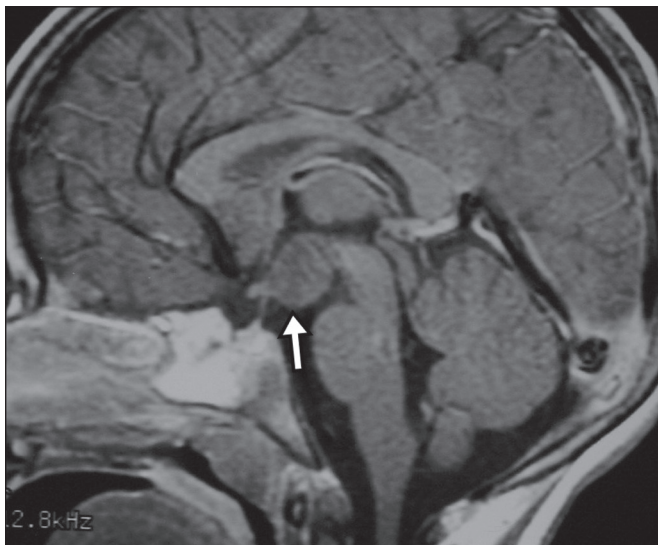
Aneurisma (seta) do segmento cavernoso da artéria carótida interna direita protruindo para o interior da sela turca. A presença de trombose parcial gerou confusão diagnóstica com adenoma com hemorragia, porém, a angio-RM foi capaz de fazer o diagnóstico.
